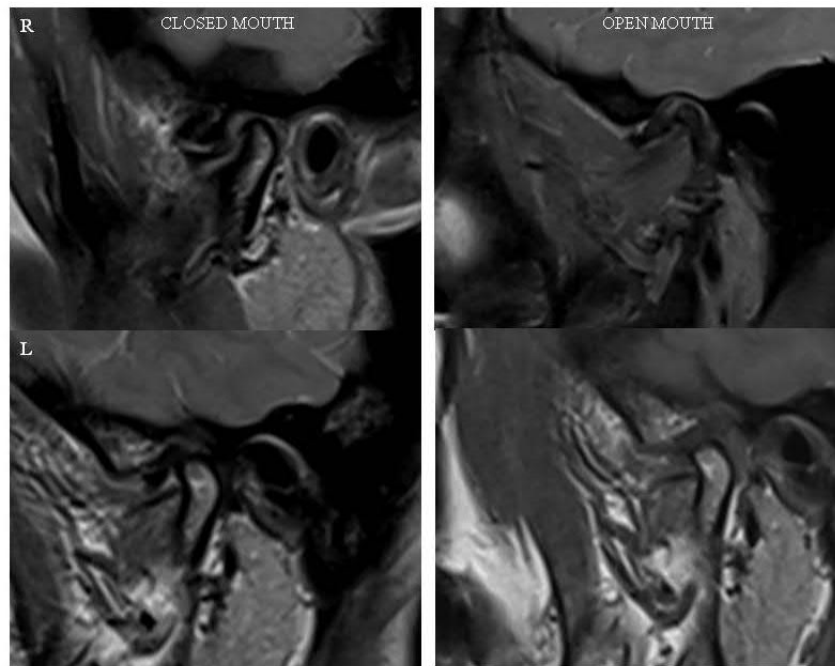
МРТ СНЩС у бічній проєкції при закритому та відкритому роті.
